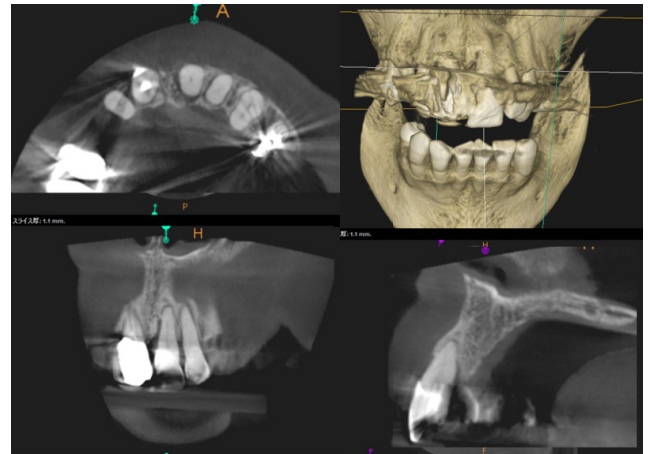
2024年8月(術後10カ月) CBCT画像
